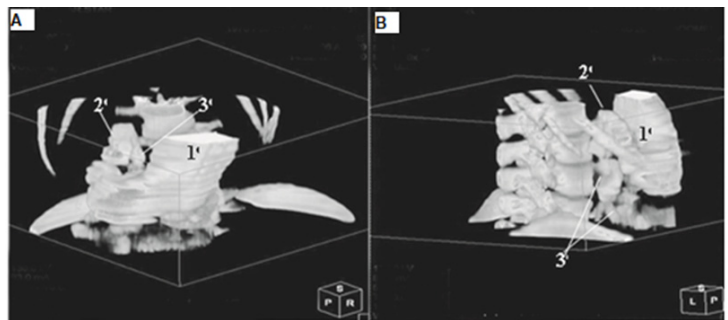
Tomografie computerizată. Imagine multiplanară tridimensională a duodenului reconstruită (caz clinic propriu). Malrotație duodenală. D₂, situată pe linia mediană. Unghiul D₂-D₃; D₃, situate caudal de L₃. 1 – stomac; 2 – D₂; 3 – D₂.
